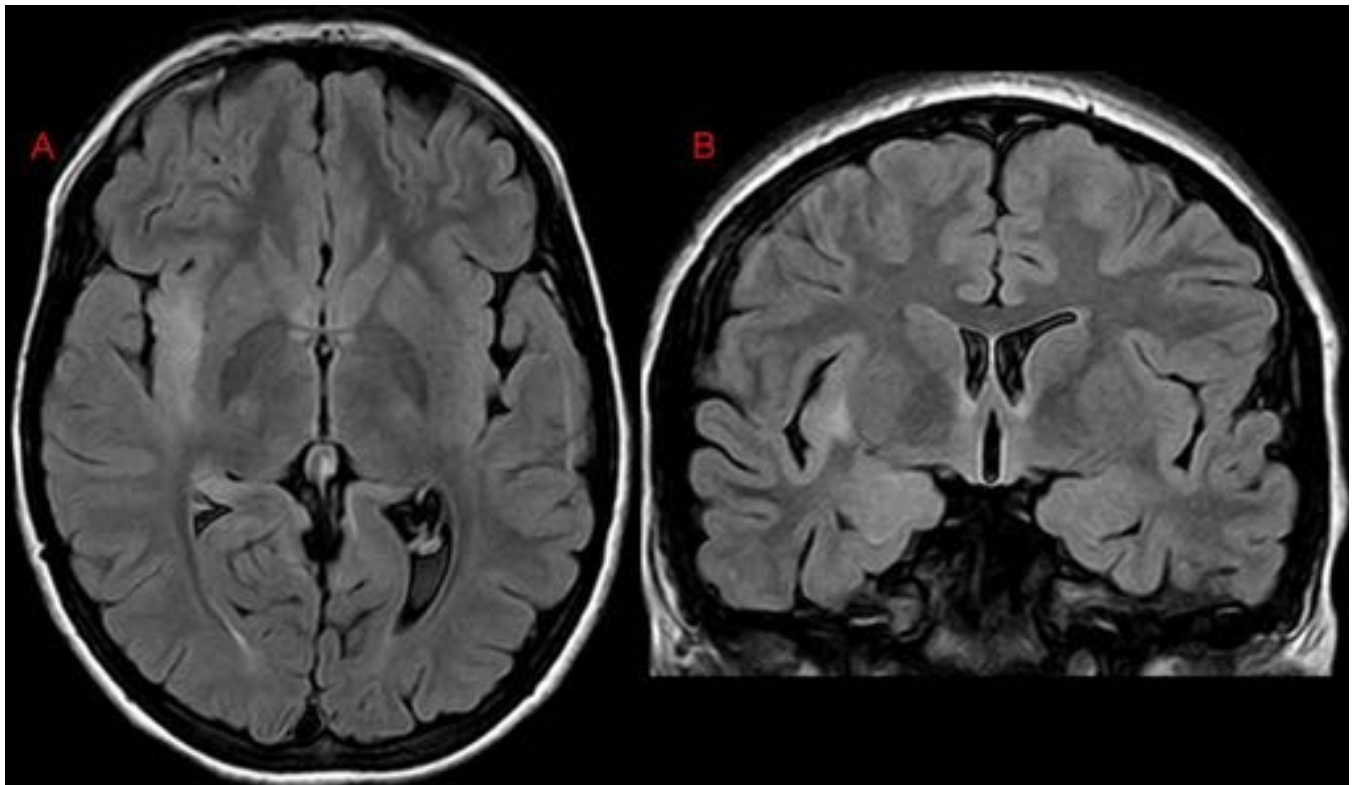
FIGURA 7 . A. Axial FLAIR. B. Coronal FLAIR. Alteración de la señal de la sustancia blanca yuxtacortical con pérdida de la diferenciación SB/SG en región insular derecha. Compatible con DCF temporal tipo II.
